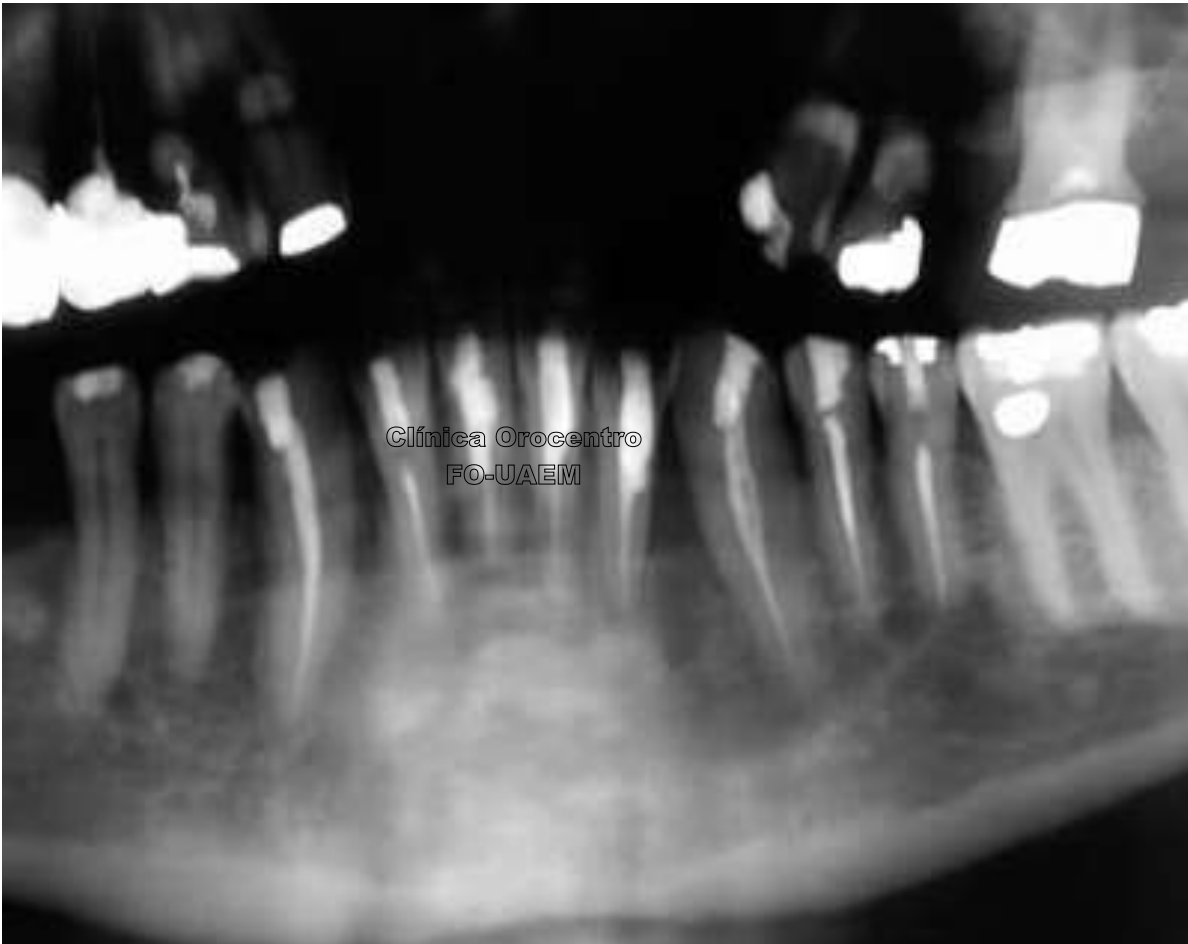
Radiografía panorámica. En esta imagen se observa el éxito del tratamiento conservador. (*Fuente propia*)
